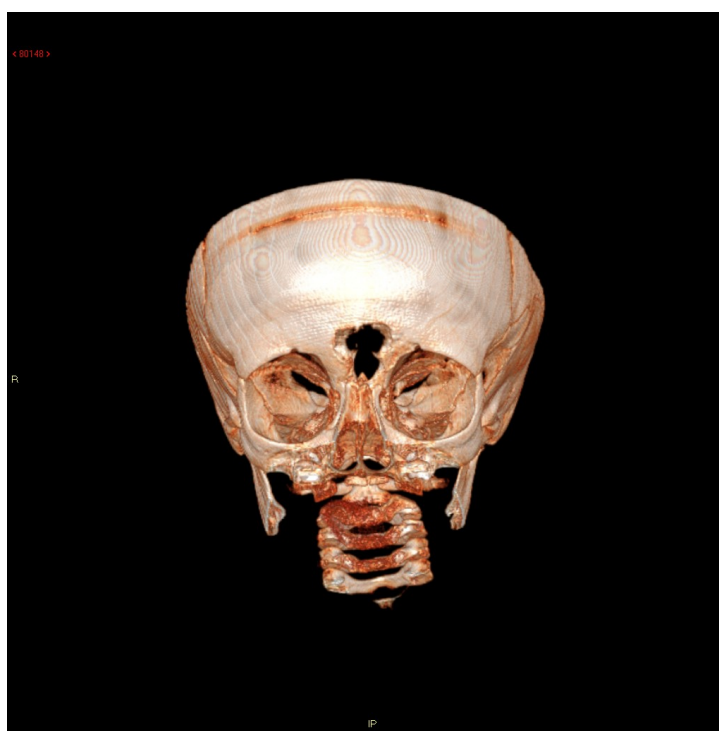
Immagine TC tridimensionale che mostra un'ampia area di erosione ossea in corrispondenza del seno frontale.
